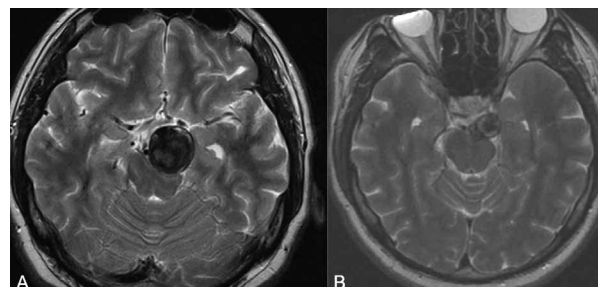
МРТ головного мозга в динамике
